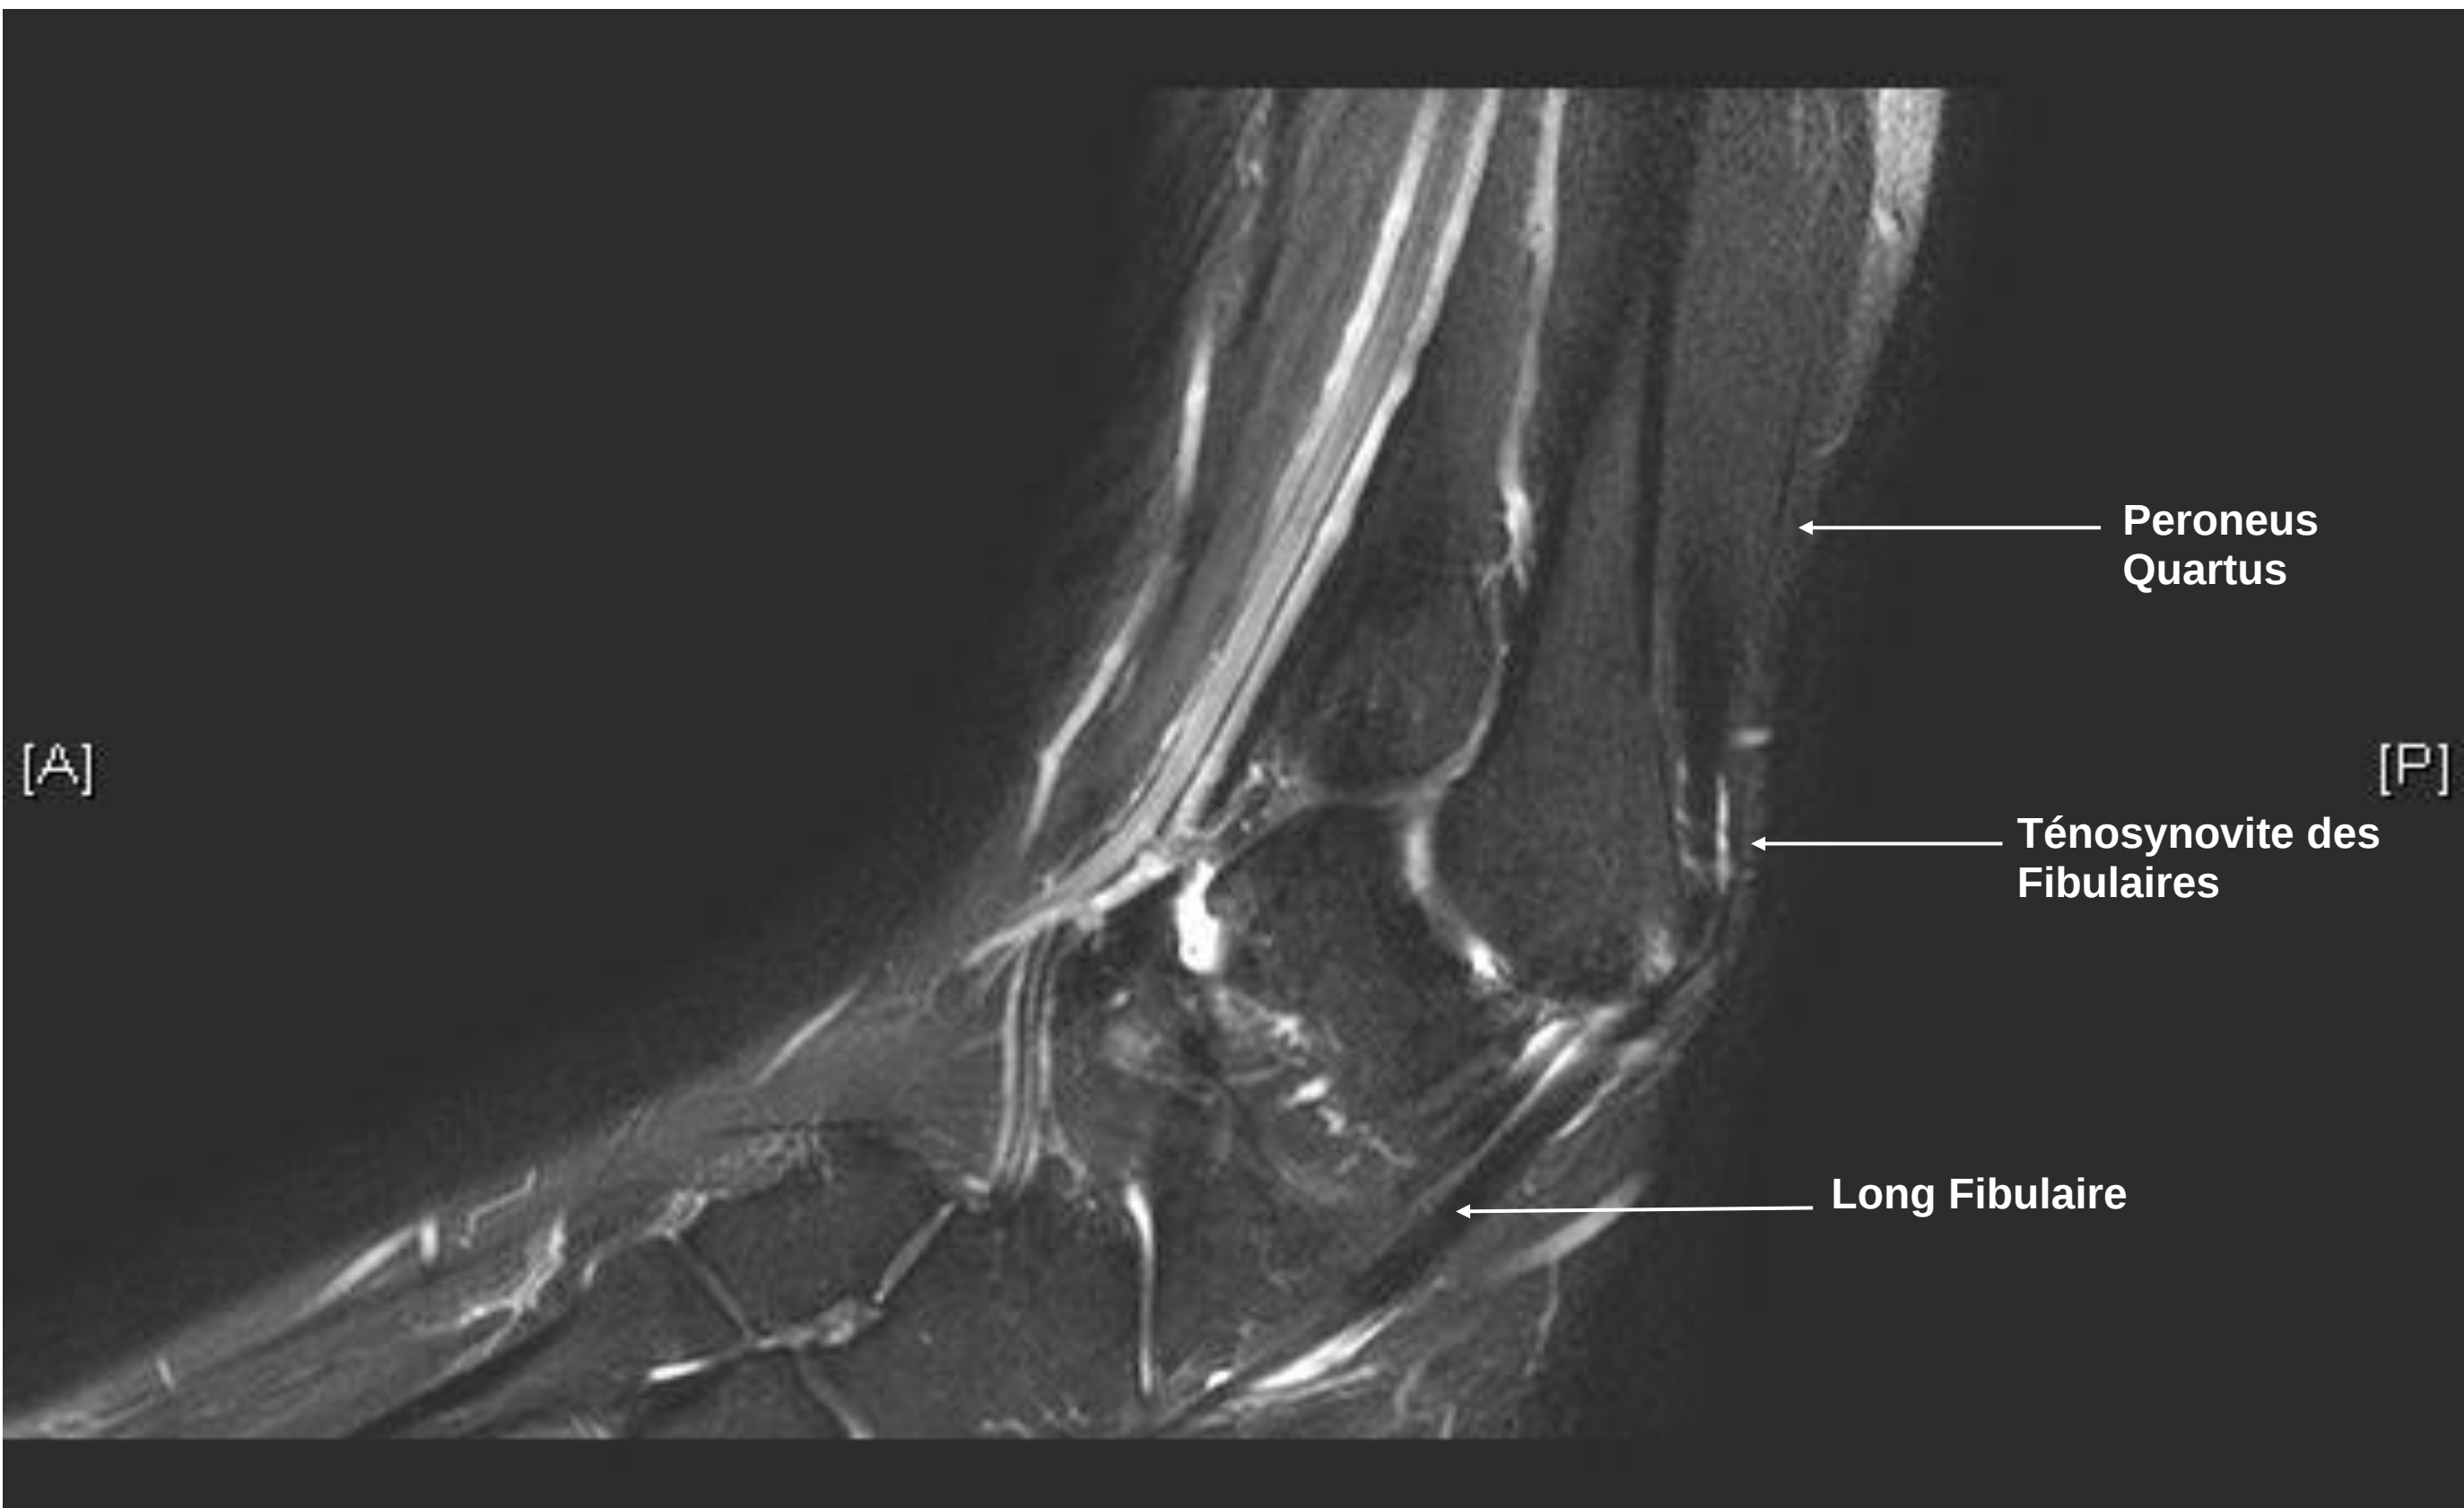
IRM de cheville droite (séquence en T2 fat sat) Peroneus quartus dont l'origine est le corps musculaire du court fibulaire et l'insertion le tendon du long fibulaire. Ténosynovite des fibulaires.
